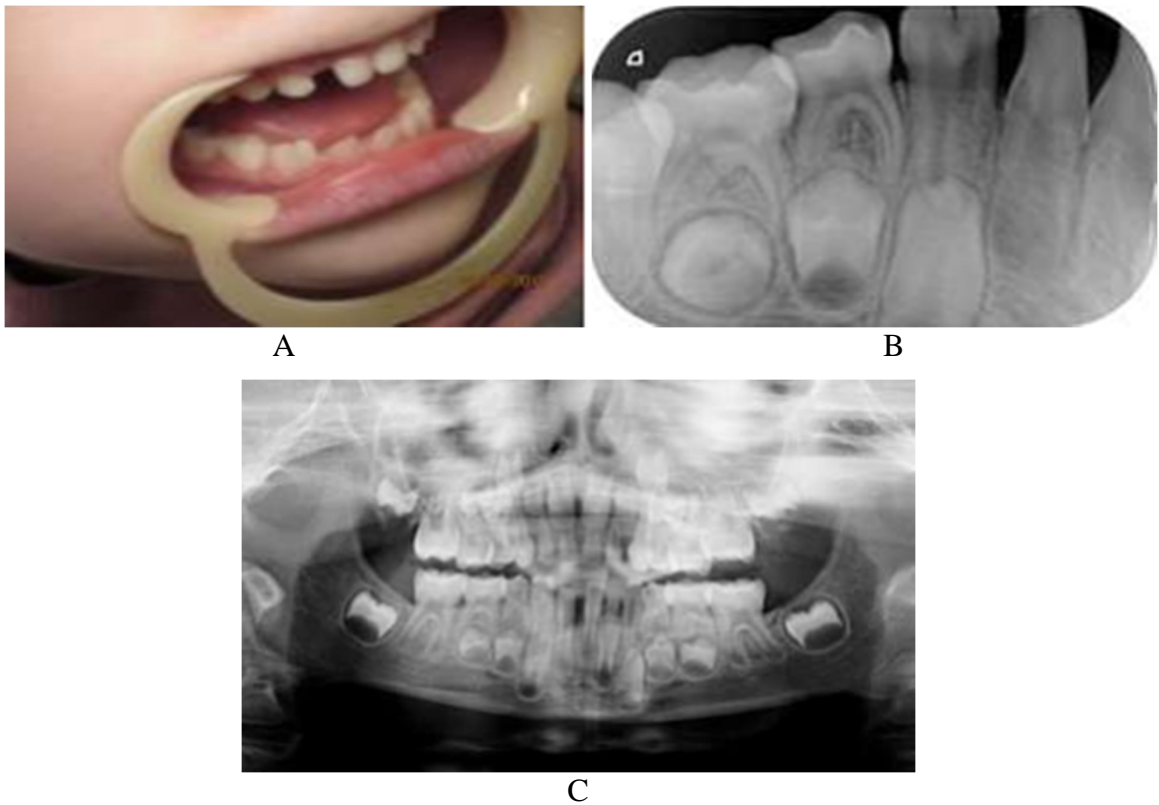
A et B : Photographie intra oral et radiographie retro alvéolaire de la fusion de 82 et 83, C : Radiographie panoramique dentaire montrant l'agénésie de la 42 ⁽⁵⁶⁾
